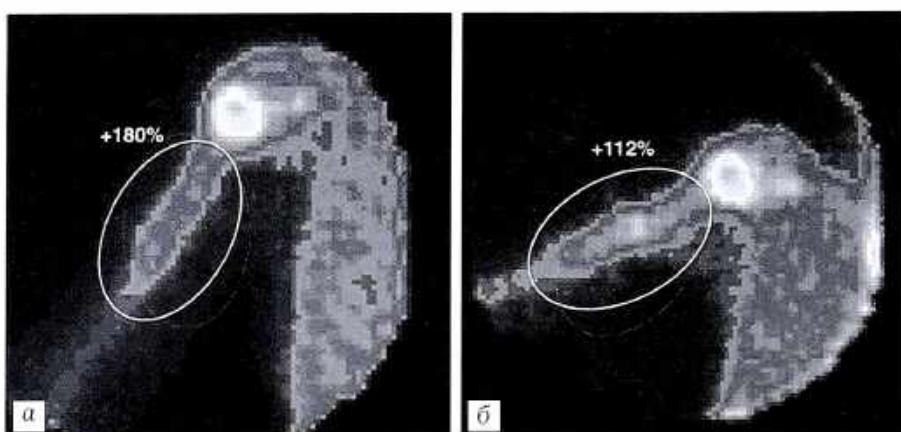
Сцинтиграммы больного Д. 8 лет. Диагноз: солитарная киста проксимального отдела правой плечевой кости.
